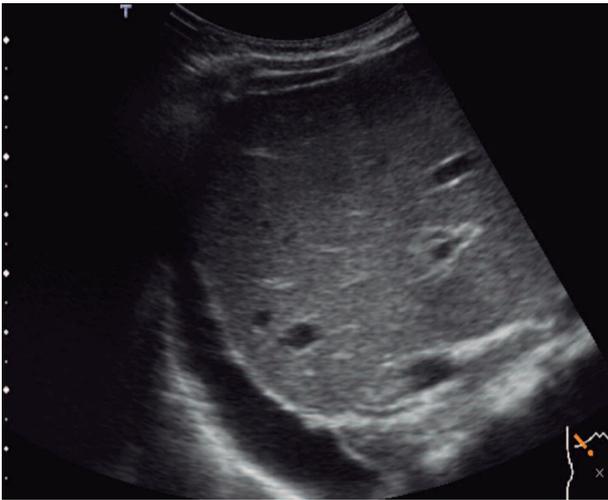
Ecografía abdominal: presencia de derrame pleural.
